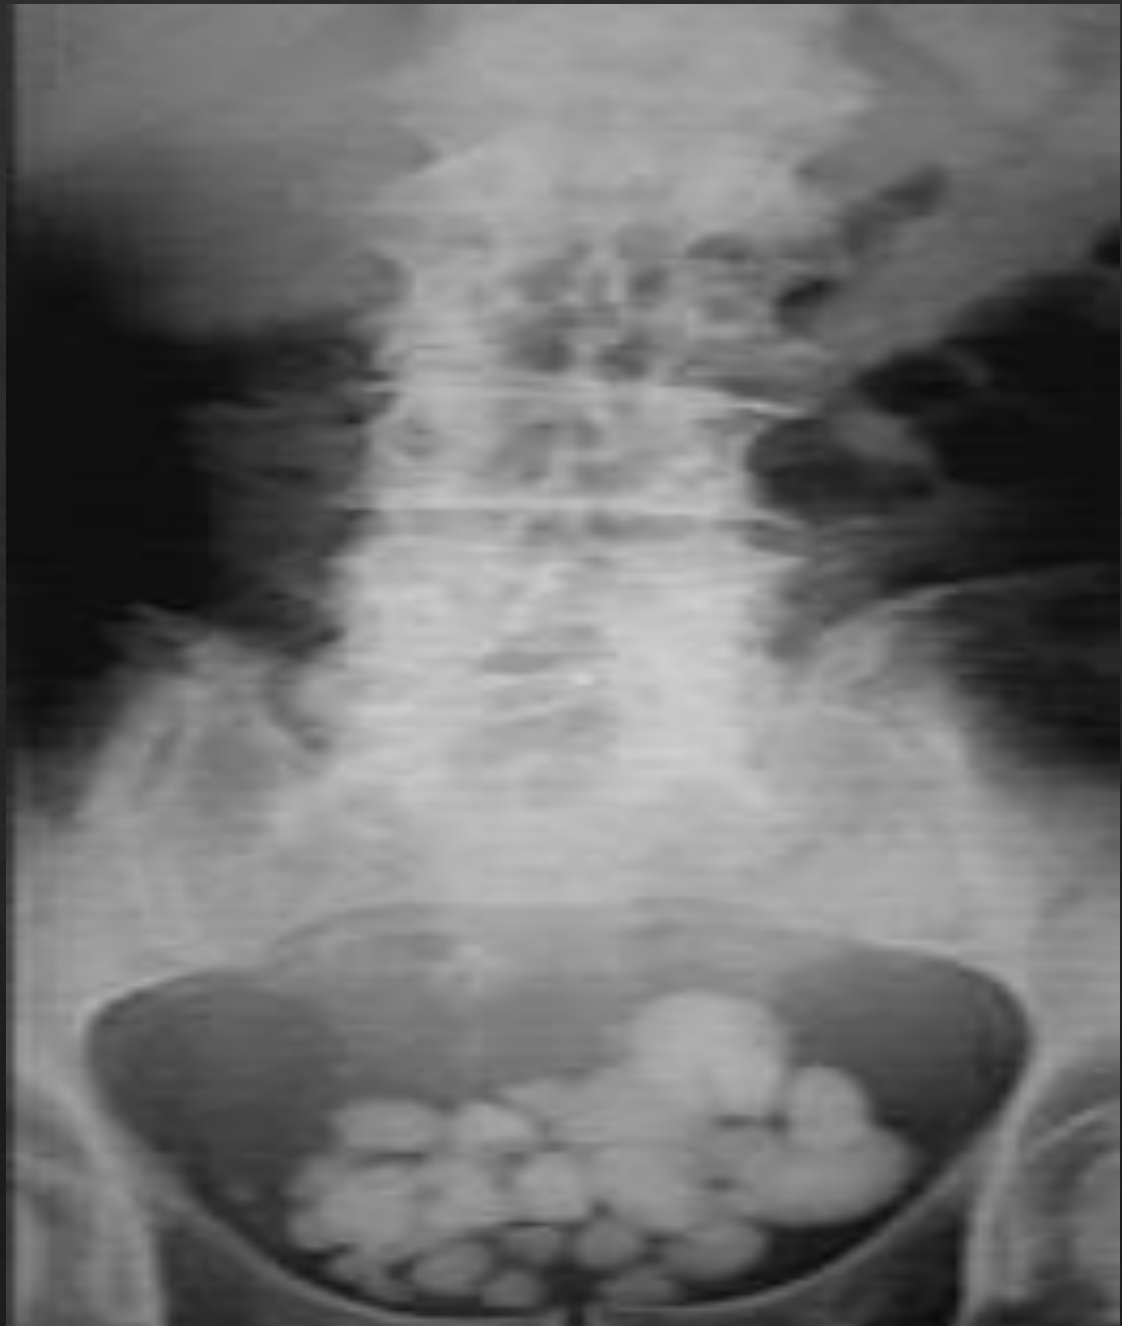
observó una radiografía de una
